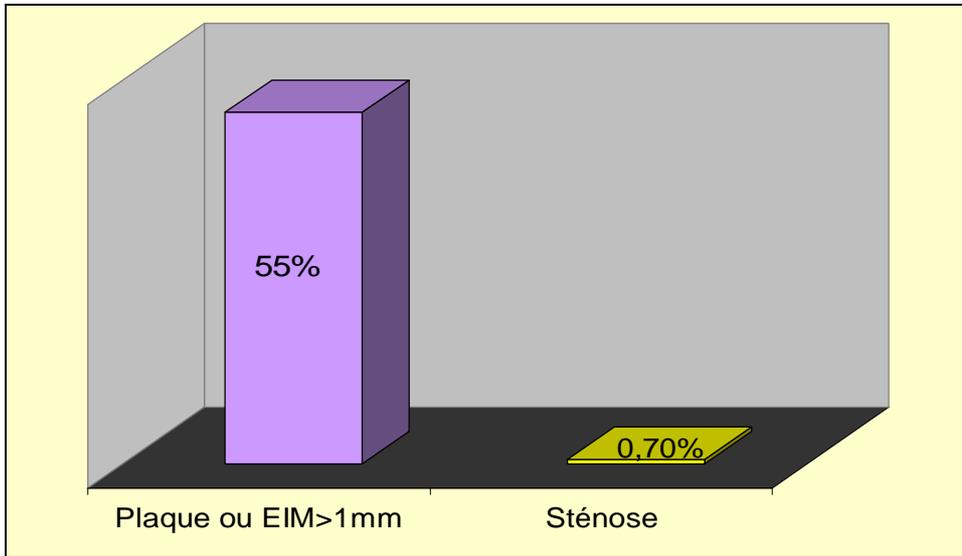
Les résultats de l'écho-Doppler des TSA
